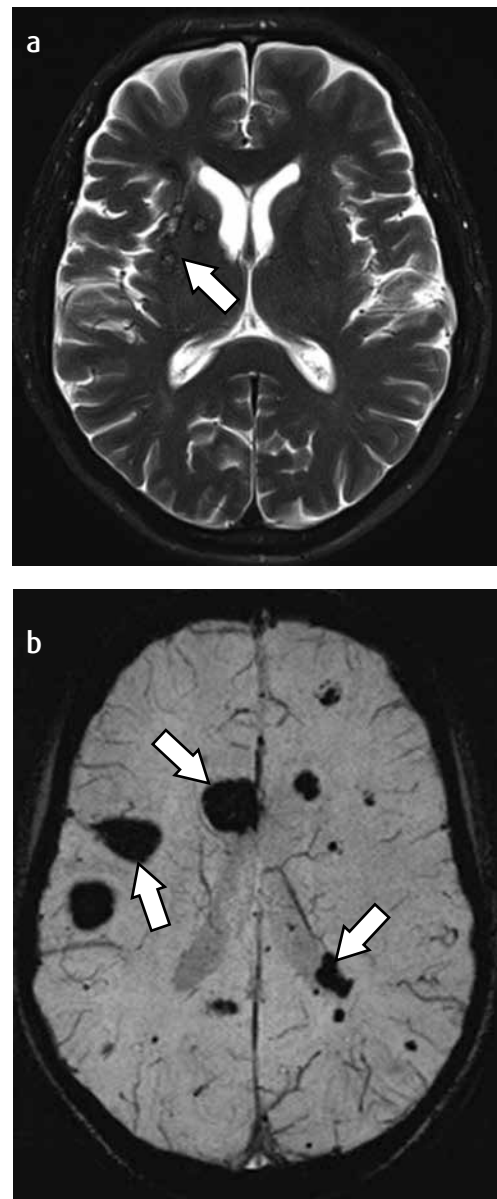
(a) RM axial con información en T2 que muestra múltiples MC de los ganglios basales del lado derecho (flecha blanca). (b) RM SWI axial en un paciente con MC familiar y con múltiples MC supratentoriales frontoparietales (flechas blancas).
